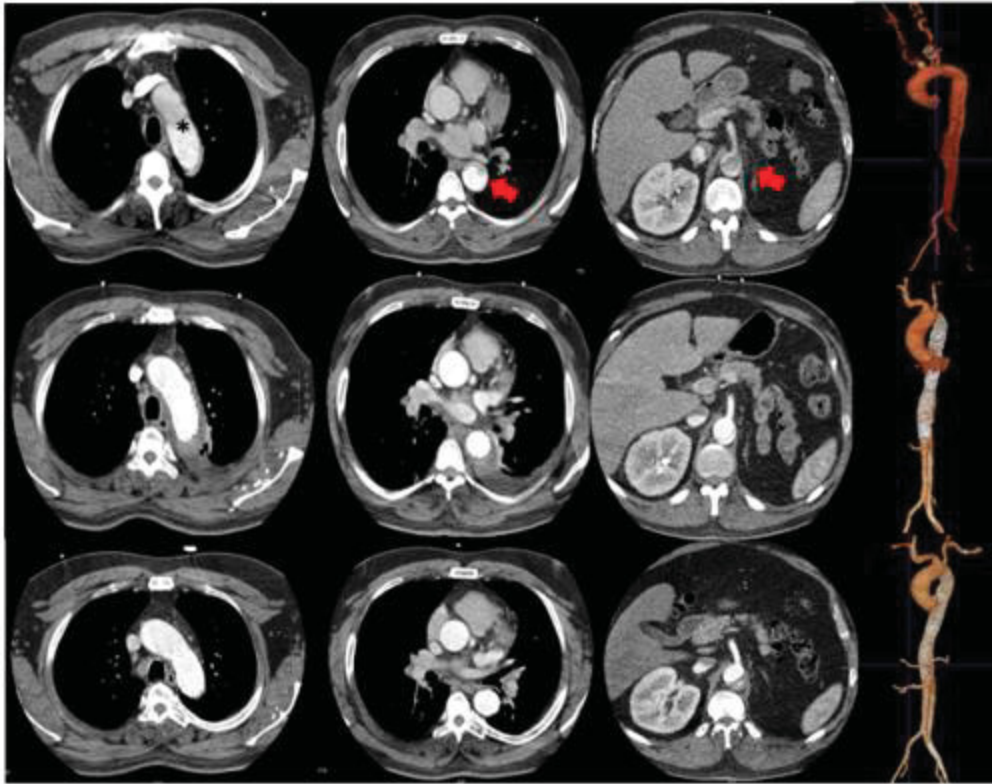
CT-Bilder eines Falls aus der ASSIST-Gruppe
